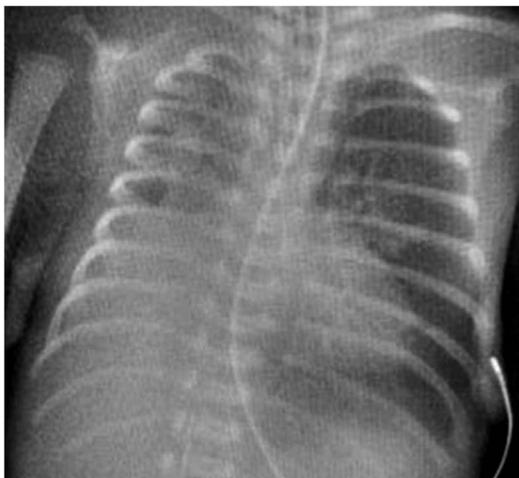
Рентгенограмма органов грудной полости на 19 сут жизни: ателектаз нижней доли правого лёгкого.
